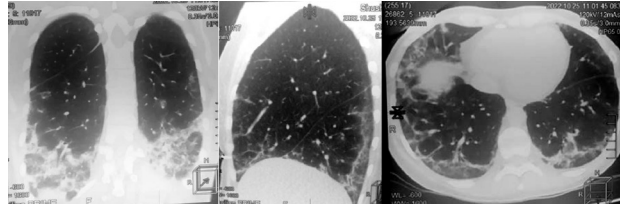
КТ грудної клітки пацієнтки, жовтень 2022 р. Зміни за типом «матового скла» з ознаками комірчастості в базальних та субплевральних відділах обох легень з наявністю ущільнення міжчасточкових та внутрішньочасточкових мембран, сітчастих змін, ділянок субплевральної лінійної консолидації.
